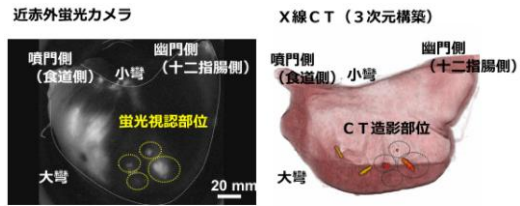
ブタ胃内壁に打ち込んだ組織マーカーの近赤外蛍光カメラ像およびX線CT像。
